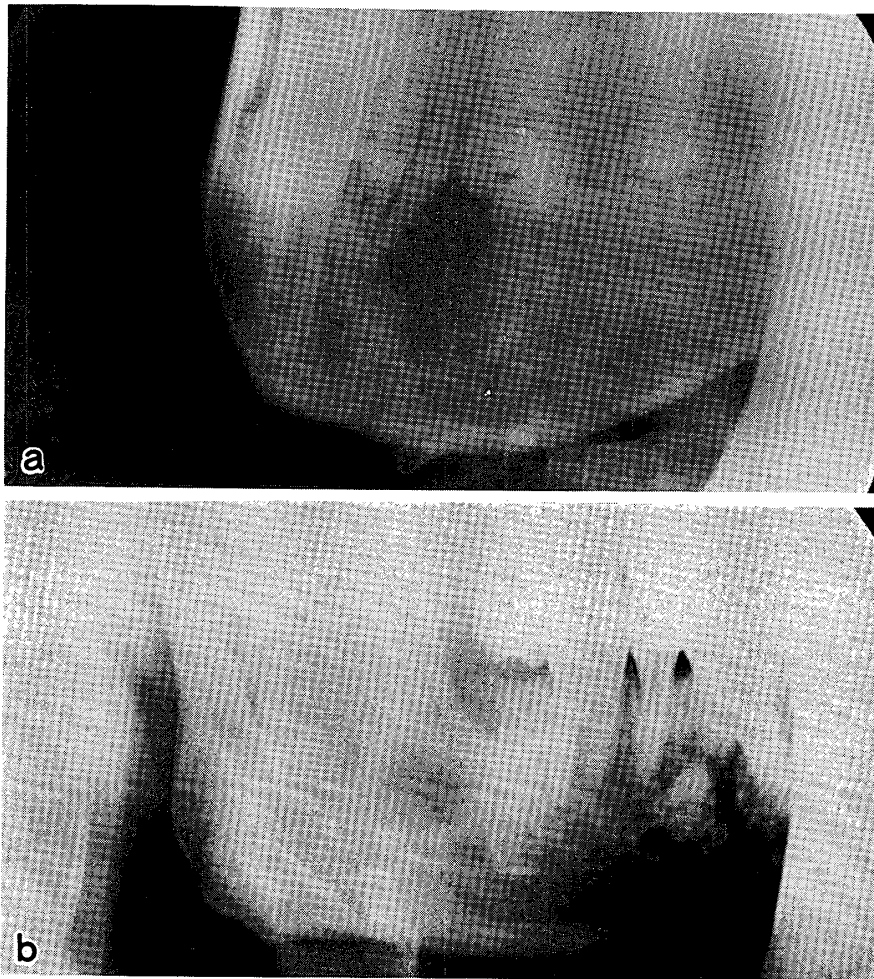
エナメル上皮線維腫の2例（境界明瞭な単胞性のX線透過過像を呈するが、エナメル上皮腫に比較して透過性は低下している。）
